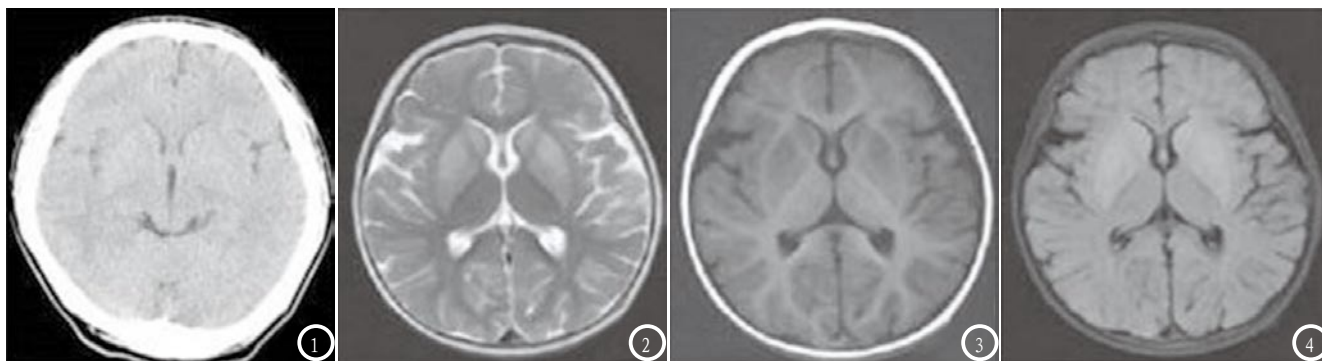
VE CT影像; 图2 VE MRI T<sub>2</sub>WI影像; 图3 VE MRI T<sub>1</sub>WI影像; 图4 VE MRI FLAIR影像。
